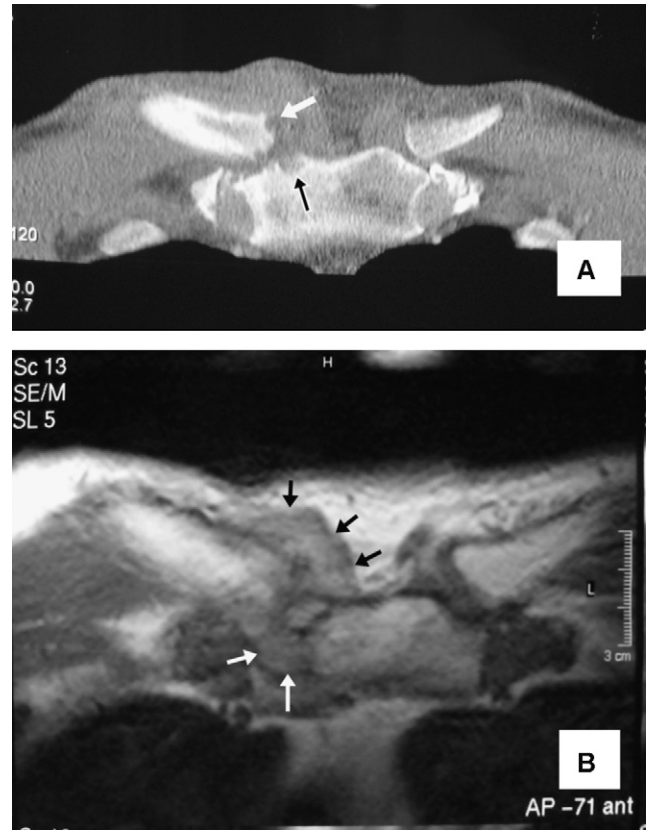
A) Corte coronal de tomografía computarizada de las articulaciones esternoclaviculares del caso 1. En la derecha se observa un aumento del volumen y densidad de las partes blandas, además de erosiones en las superficies óseas articulares (flechas). B) Imagen axial de resonancia magnética ponderada en T2, correspondiente al mismo paciente. Se objetiva destrucción de las superficies articulares y un marcado aumento de partes blandas (flechas) que, posteriormente, dieron paso a un absceso retroesternal que requirió drenaje quirúrgico.
